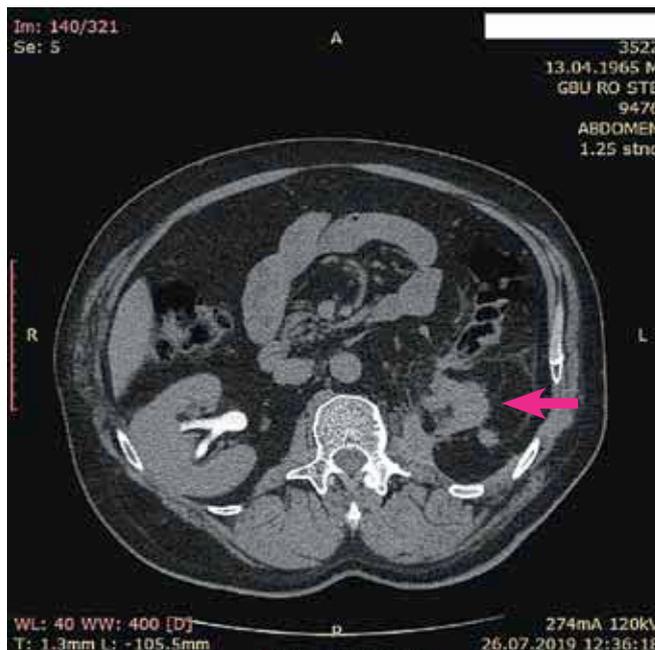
Компьютерная томография пациента с туберкулезным пионефрозом слева (почка указана стрелкой)
